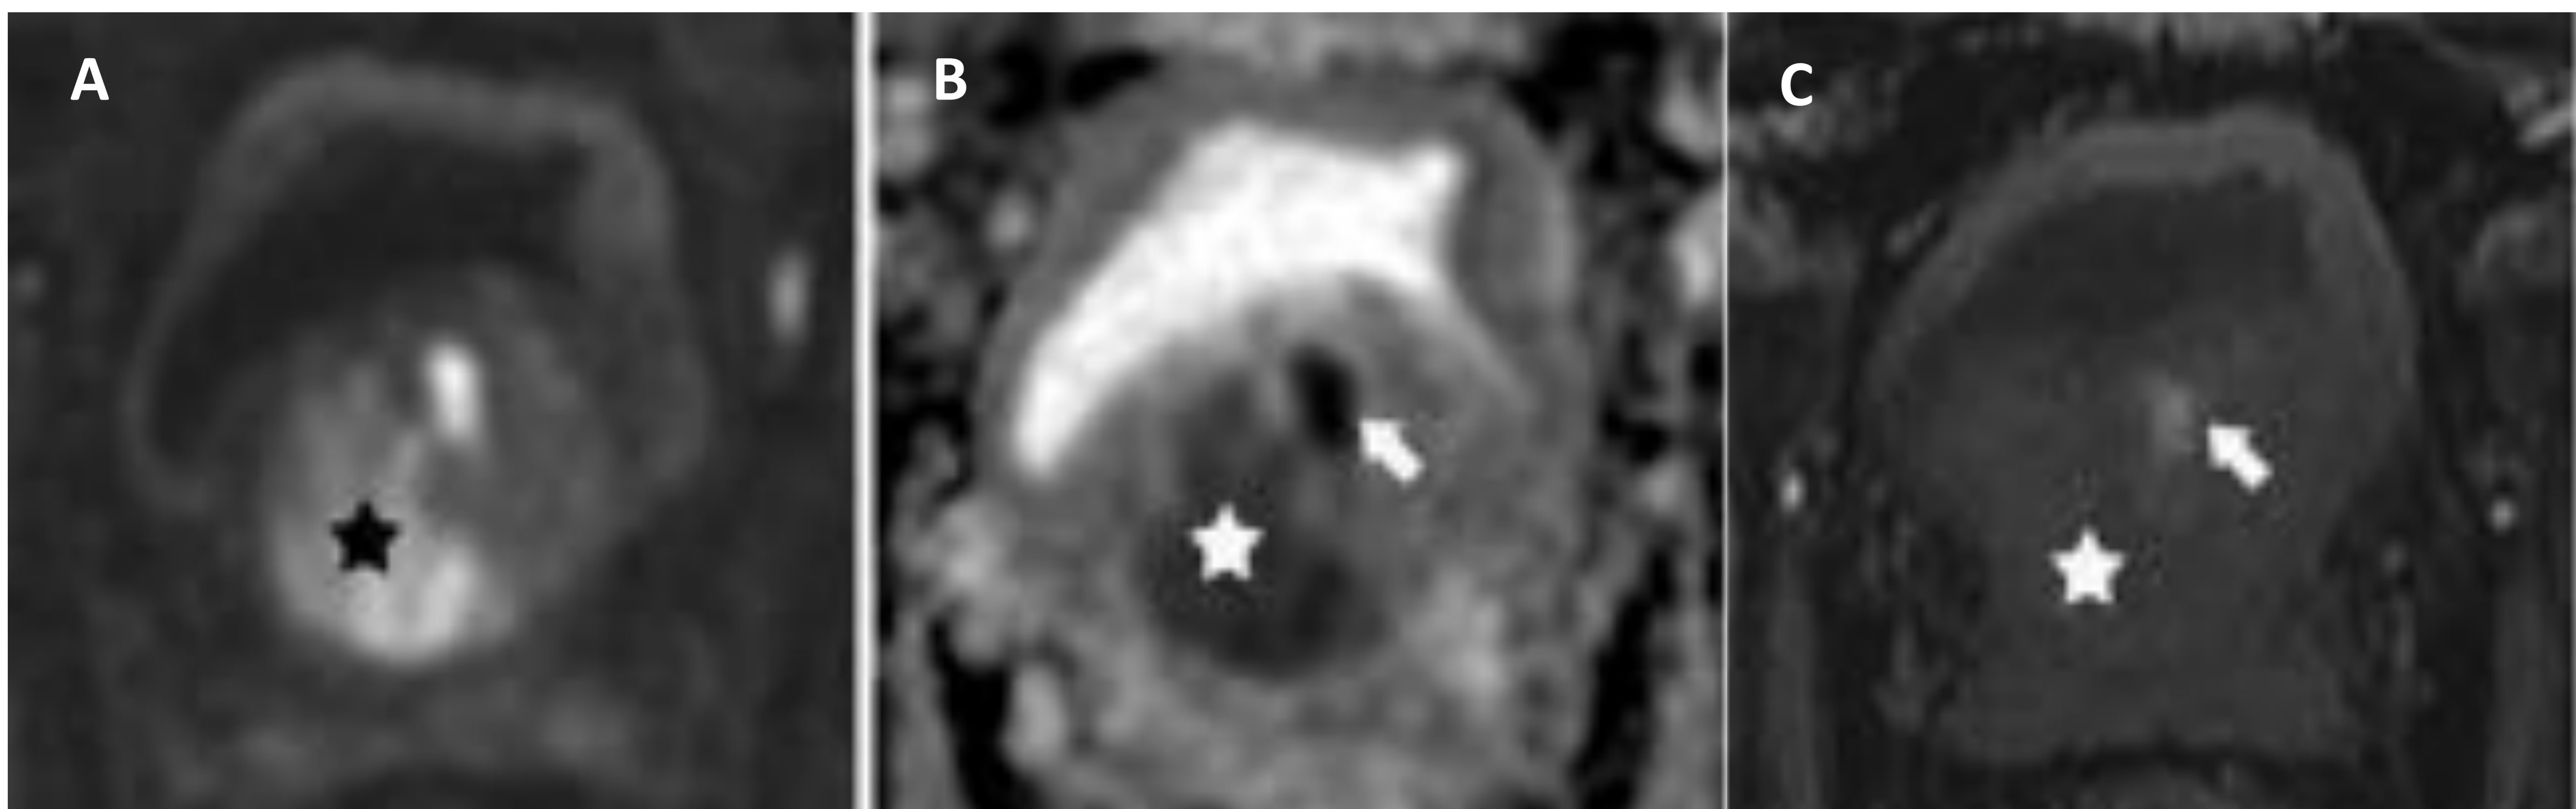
Cortes axiales de RM prostática con secuencias de difusión (imagen A), ADC (imagen B) y DCE (imagen C). En A y B podemos observar una extensa lesión lobulada (estrella) que afecta a la ZP y ZT del ápex glandular con importante restricción en difusión. En C podemos observar que la lesión no capta contraste de forma notable. Podemos observar un foco de hemorragia intraglandular asociado (flechas).
